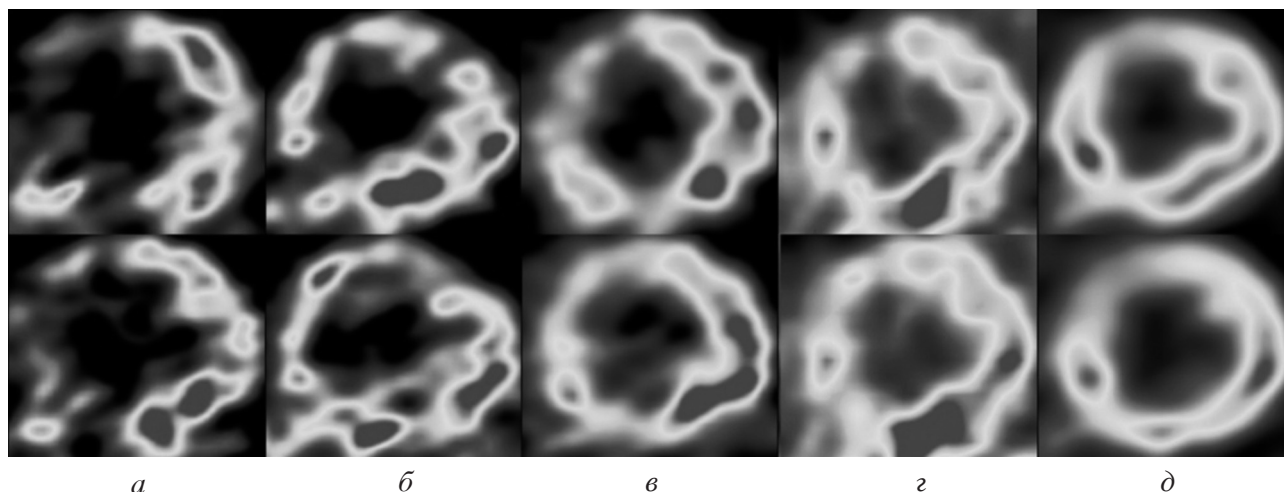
Динамика изменения захвата глюкозы у пациента М., 49 лет, при ПЭТ с использованием фтордезоксиглюкозы.
